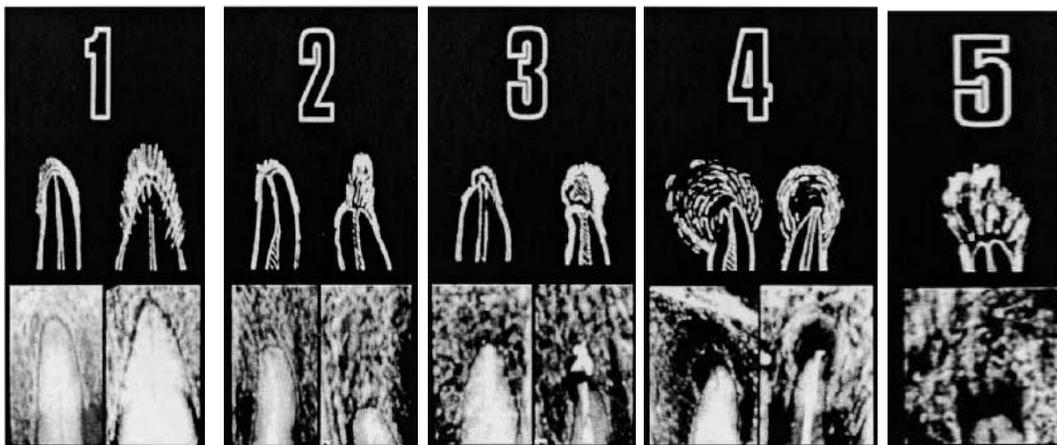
1: Estructuras periapicales normales. 2: Leves cambios en la estructura ósea. 3: Cambios en la estructura ósea y alguna pérdida mineral. 4: Periodontitis apical con radiolucidez bien definida. 5: Periodontitis apical severa con signos de exacerbación (30).
